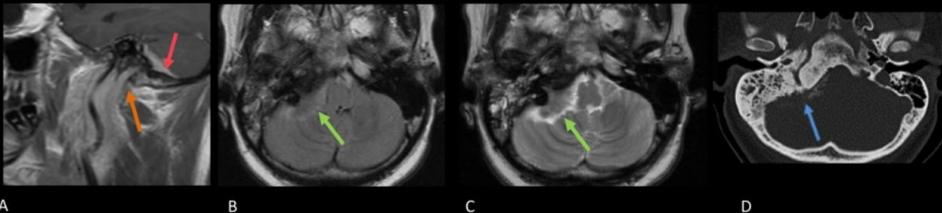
Meningioma acometendo o forame jugular direito. A) Imagem sagital de RM ponderada em T1 com supressão de gordura pós contraste, mostra lesão expansiva com intenso realce passando pelo forame jugular (seta laranja). Sinal da "cauda dural" (seta vermelha). B) Imagem axial de RM em FLAIR e C) imagem axial de RM ponderada em T2 mostram a mesma lesão com sinal intermediário (setas verdes). D) Imagem axial de TC mostra área esclerótica (seta azul) adjacente à lesão.
